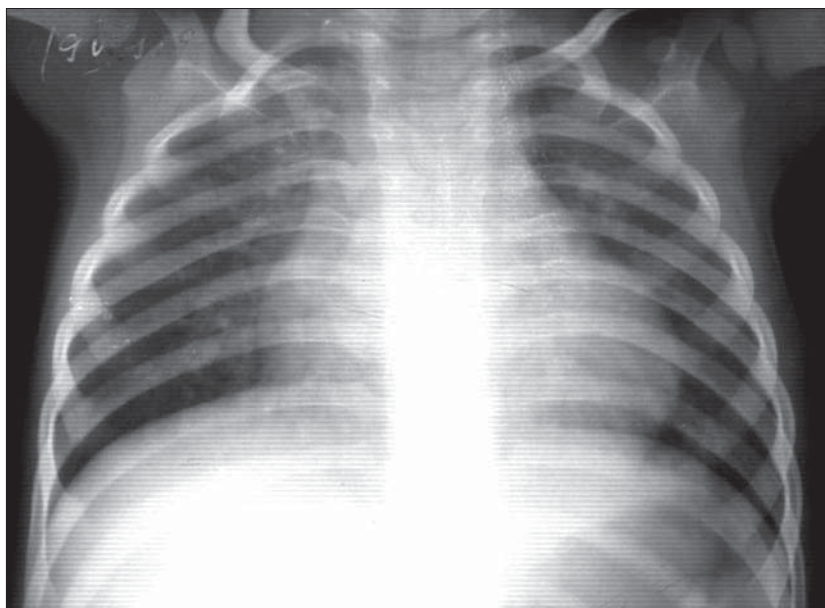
Radiografie toracică în expir la un copil cu vârsta de 3 ani.
